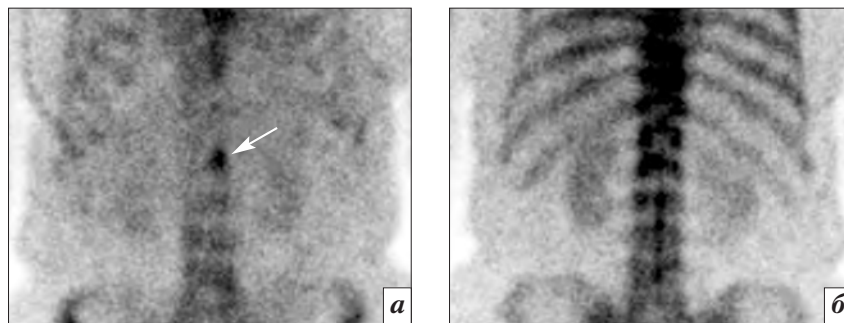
Планарная остеосцинтиграмма поясничной области. В передней проекции (а) локальная зона гиперфиксации ^{99m}Tc-ПФ в области I поясничного позвонка, подозрительная в отношении его очаговой патологии (стрелка). В задней проекции (б) в указанной зоне очаговые изменения не выявлены
